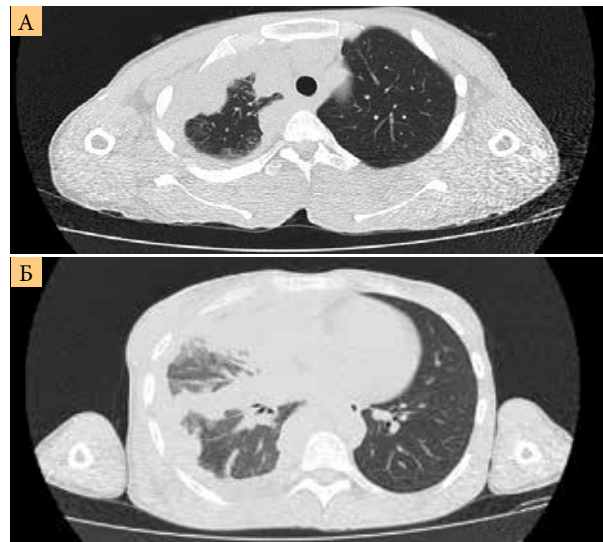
КТ после шестого курса лечения: прогрессирование заболевания (А (аксиальный срез верхнего средостения) – утолщение плевры правого легкого, Б (аксиальный срез нижнего средостения) – увеличение конгломератов внутригрудных лимфатических узлов, дальнейшее распространение опухолевого поражения на паренхиму)
